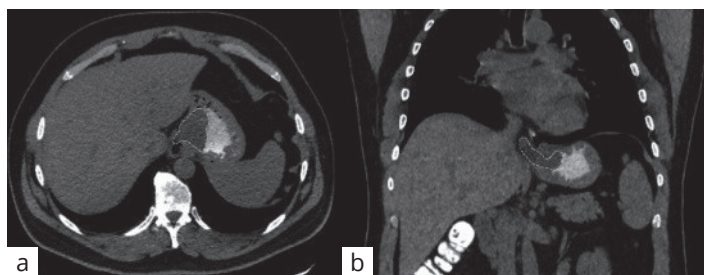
Аксіальна (А) та корональна (В) проєкції КТ черевної порожнини: виділена ділянка демонструє чітко окреслене утворення в дистальному відділі стравоходу, що виступає в малу кривизну шлунка
